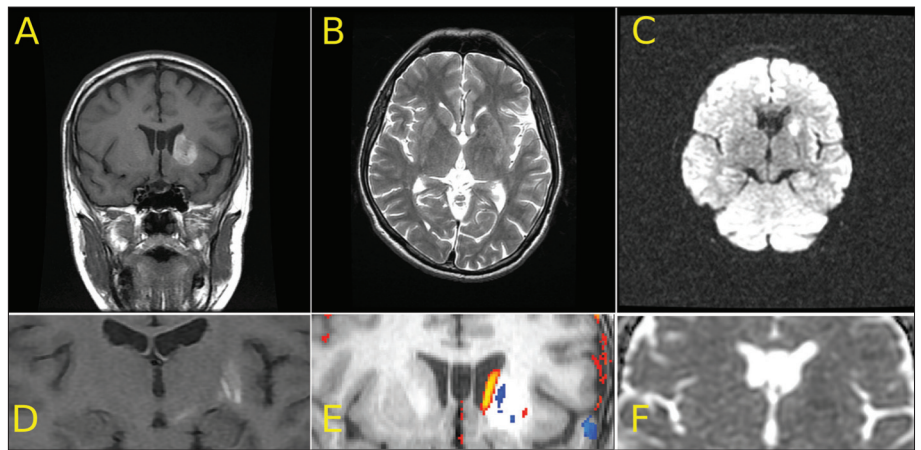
MR images acquired on the day of the admission. (A) Coronal T1, (B) axial T2, (C) axial diffusion weighted images. D: Hyperintense lesion of the putamen and the subthalamic nucleus. E: Standardised T1 image of the second MR session was subtracted from the registered standardised T1 image of the first session. Significant atrophy was identified in the left caudate nucleus (red). F: ADC map
